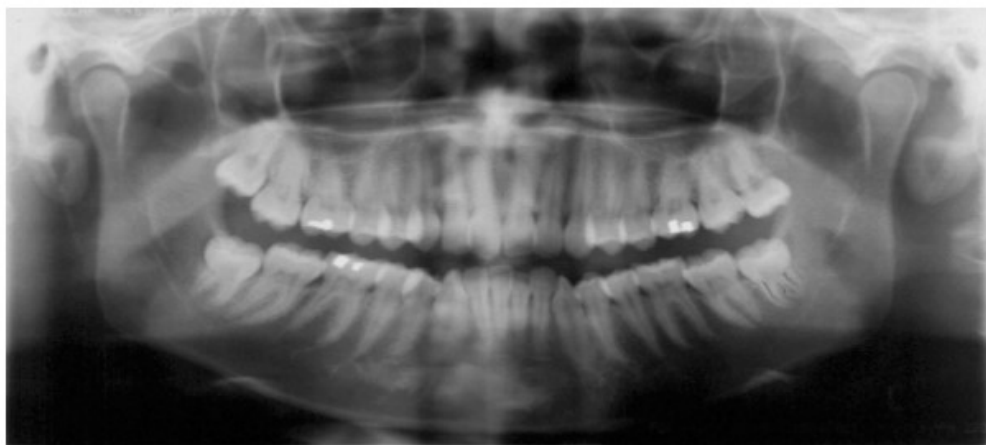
Ortopantomografia (Fonte: Sampieri, B. *Classificação de terceiros molares inferiores*. 2011)
